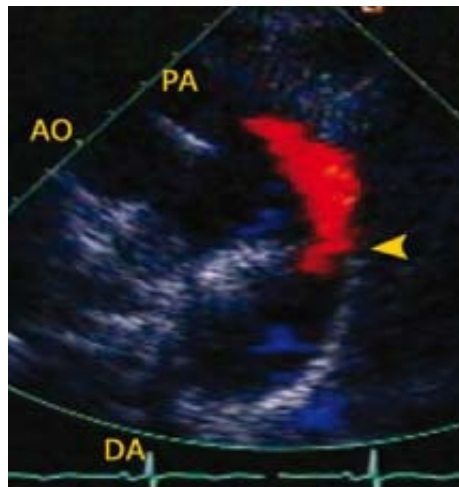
Doppler color. Ecocardiografía bidimensional transtorácica de un adulto con PCA en donde se observa reflujo (rojo) de la aorta descendente (DA) hacia la arteria pulmonar (PA) a través de la PCA (cabeza de flecha), AO= aorta.
